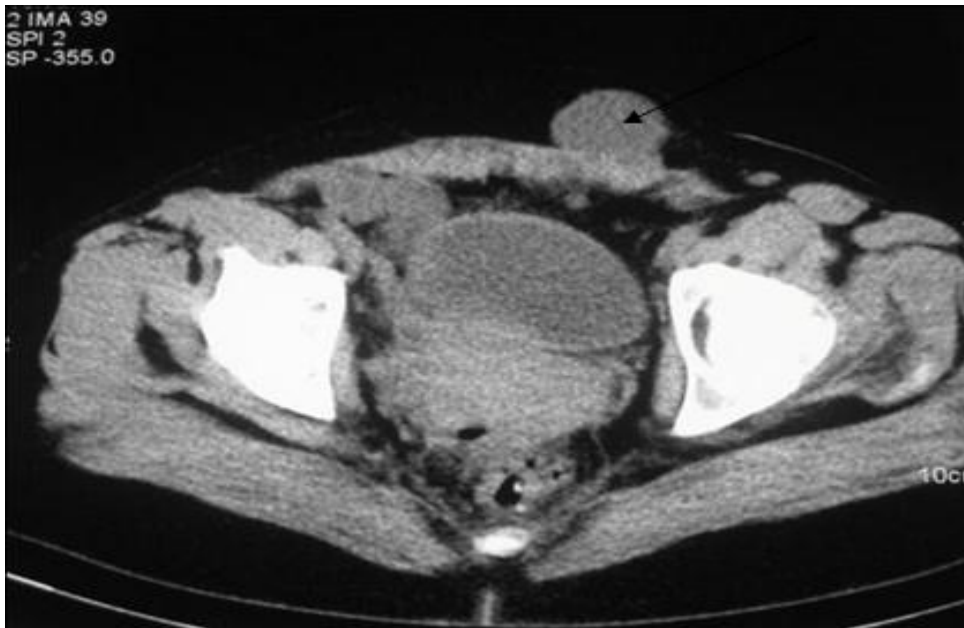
Endométriome pariétal (flèche) en TDM mesurant 4 cm de grand axe avec envahissement du muscle grand droit de l'abdomen sans effraction du péritoine pariétal
